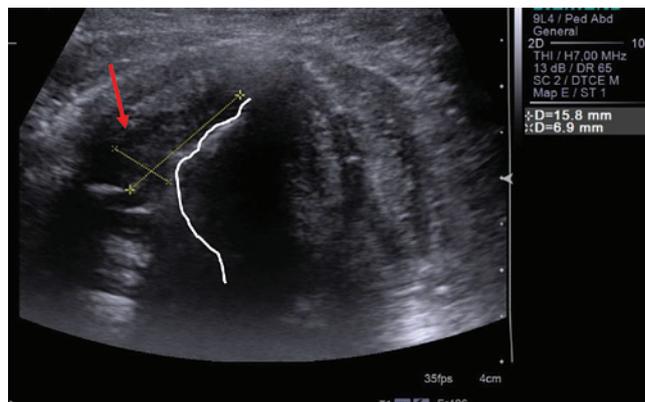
Ультразвуковая томограмма опухоли правой голосовой связки (красная стрелка). Поперечное сканирование. Деформация просвета гортани (белая линия)
